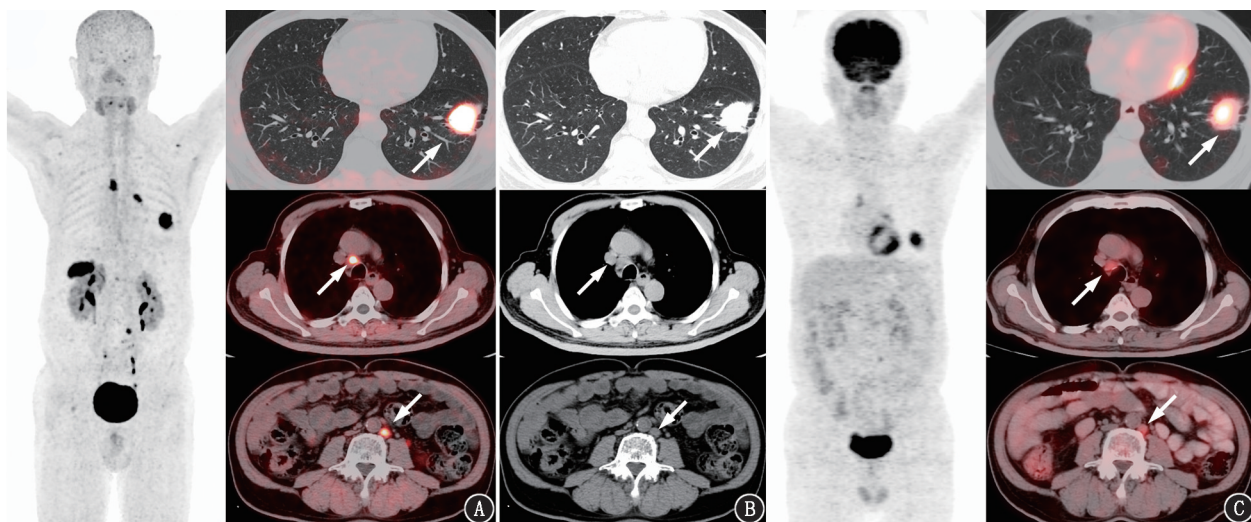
左下肺腺癌患者(男,67 岁)淋巴结病灶的 ^{18}F -成纤维细胞激活蛋白抑制剂(FAP1)-42 和 ^{18}F -脱氧葡萄糖(FDG)PET/CT 显像对比图(箭头示病灶)。A. ^{18}F -FAP1-42 的最大密度投影(MIP)图及横断位融合图示左下肺结节伴纵隔(4R)及腹主动脉左旁淋巴结转移,FAP1-42 明显高摄取;B. 相应层面的 CT 横断位图像;C. ^{18}F -FDG MIP 图及横断位融合图示左下肺结节及淋巴结转移灶, ^{18}F -FDG 放射性摄取明显低于 ^{18}F -FAP1-42
